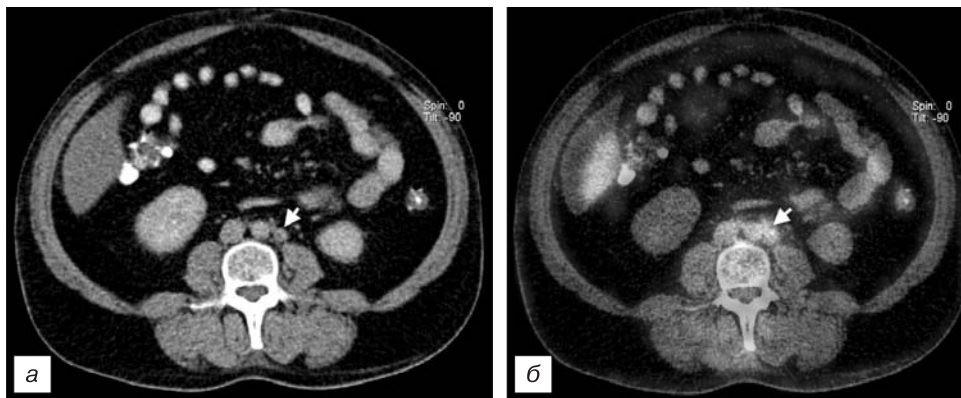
КТ- и ПЭТ/КТ-изображения после химиолучевого лечения рака шейки матки. При количественном росте онкомаркеров заподозрена прогрессия опухолевого процесса. По данным КТ увеличенных лимфатических узлов в брюшной полости не выявлено (а); по данным ПЭТ/КТ определяется метаболически активный неувеличенный лимфатический узел в забрюшинном пространстве (б).
